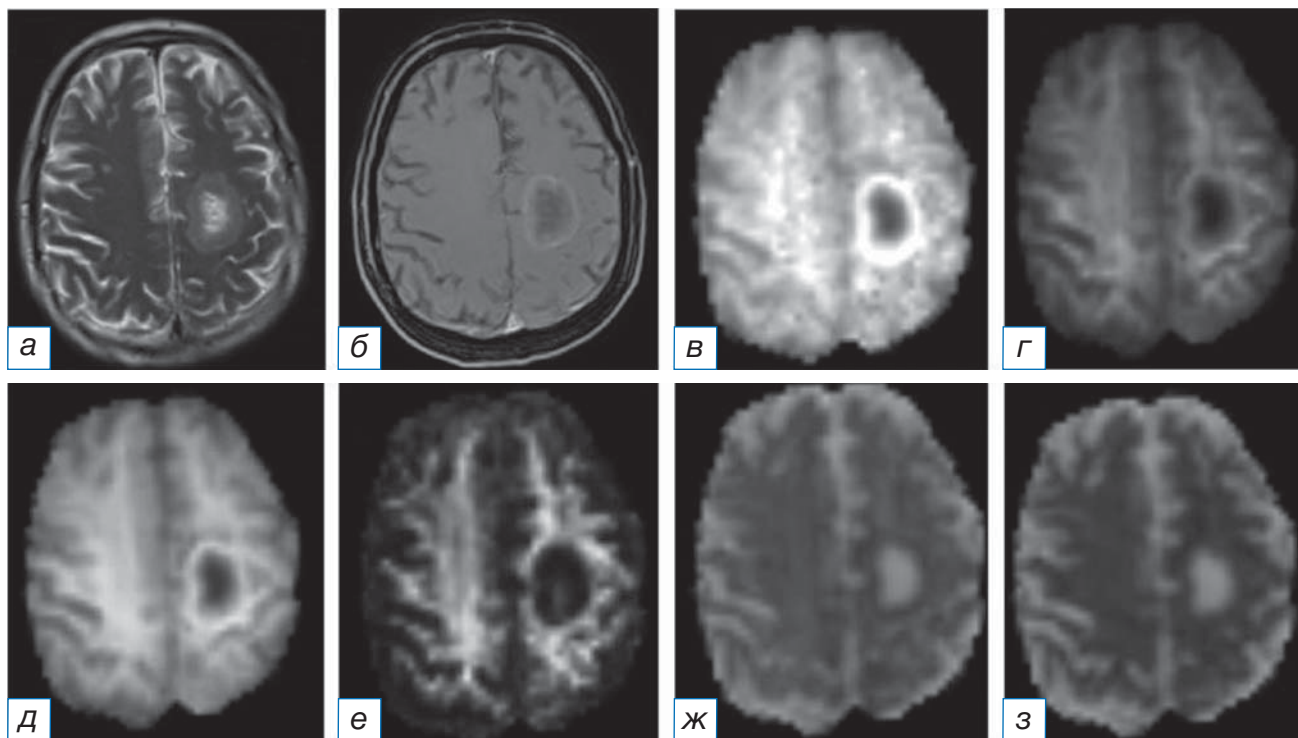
Магнитно-резонансная томограмма головного мозга: метастаз рака лёгкого в левой лобной доле: а (T2-WI) — в левой лобной доле определяется образование с центральной полостью некроза без признаков перифокального отёка; б (T1-WI после внутривенного введения контрастного вещества) — визуализируется умеренное неравномерное накопление контрастного препарата, преимущественно по контуру образования; в (аксиальный куртозис) — в левой лобной доле образование определяется в виде участка гетерогенного МР-сигнала, гипоинтенсивного в центральных отделах; г (радиальный куртозис) — в левой лобной доле образование определяется в виде участка гетерогенного МР-сигнала, гипоинтенсивного в центральных отделах, слабого гиперинтенсивного по периферии; д (средний куртозис) — в левой лобной доле образование определяется в виде участка гетерогенного МР-сигнала, гипоинтенсивного в центральных отделах; е (куртозисная анизотропия) — в левой лобной доле образование определяется в виде участка преимущественно пониженного МР-сигнала; ж (аксиальная диффузия экстрааксональной жидкости) — в левой лобной доле образование определяется в виде участка гетерогенного МР-сигнала, гиперинтенсивного в центральных отделах и слабого гипоинтенсивного по периферии; з (радиальная диффузия экстрааксональной жидкости) — в левой лобной доле образование определяется в виде участка гетерогенного МР-сигнала, гиперинтенсивного в центральных отделах и изоинтенсивного по периферии.
